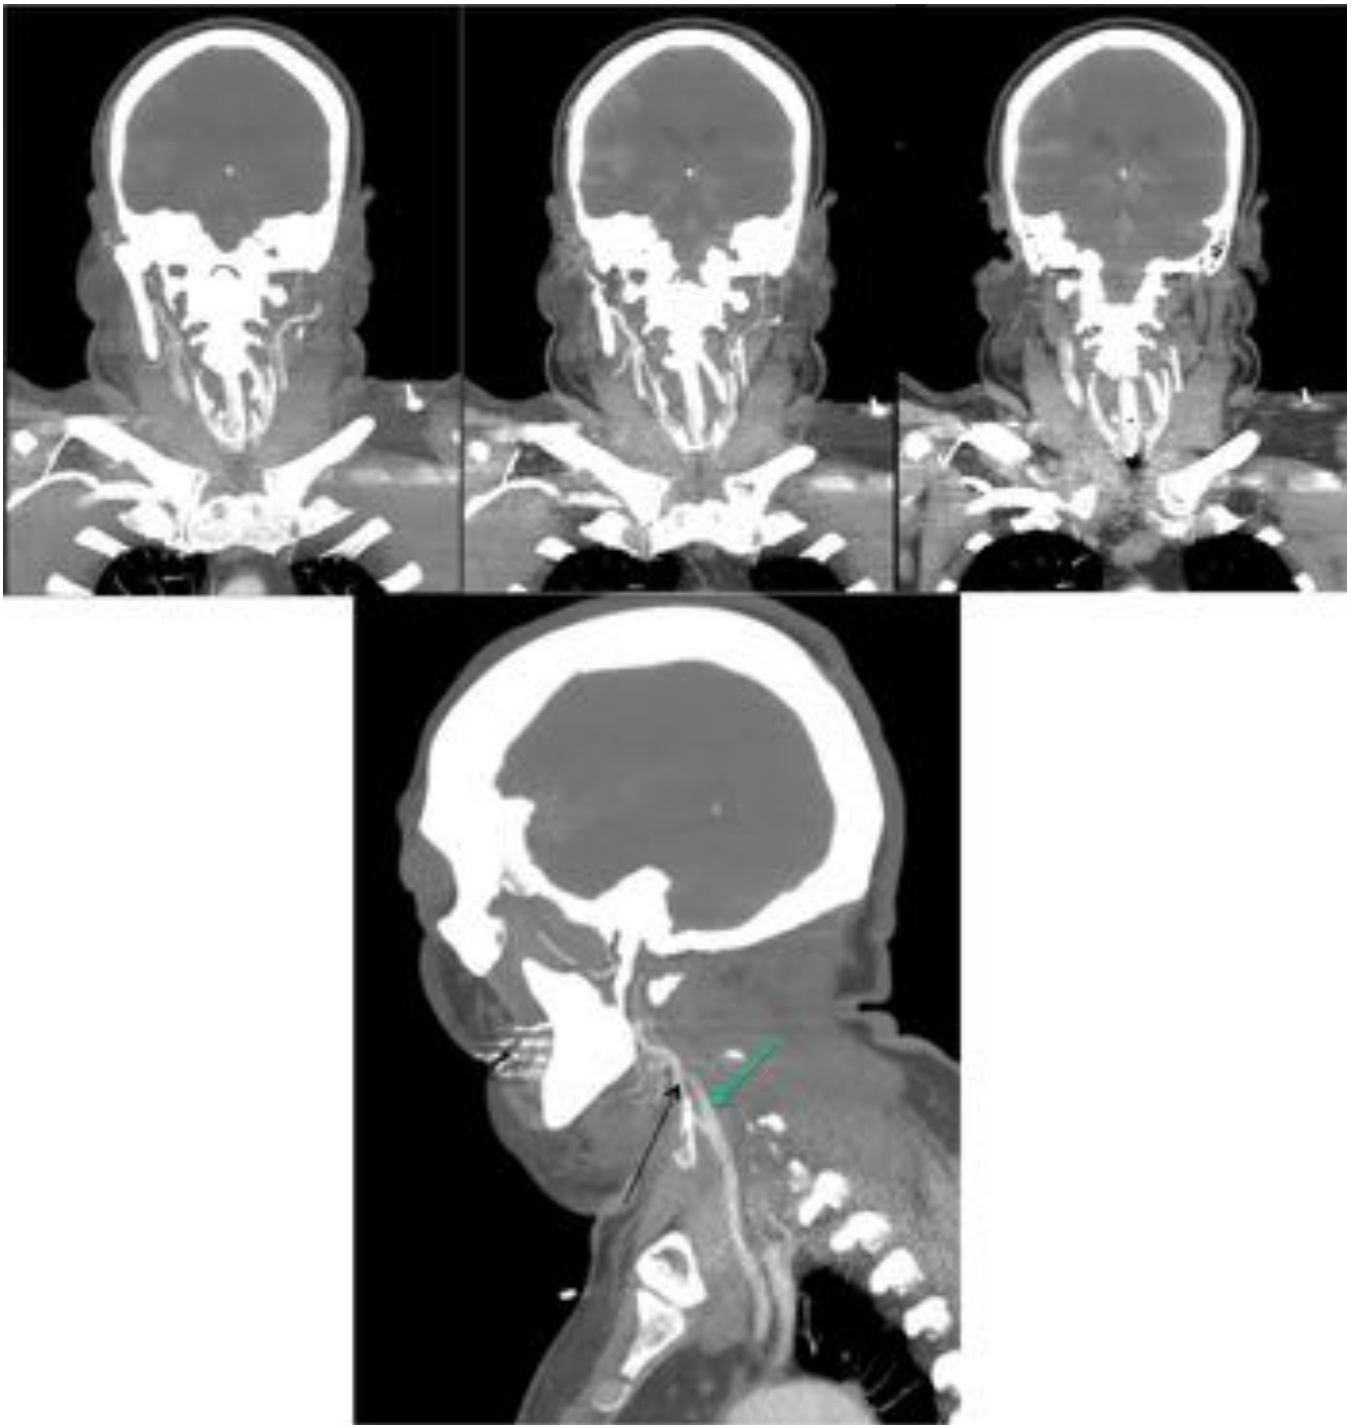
TC craneal con contraste intravenoso del mismo paciente de las figuras 9 y 10. Nivel cervical. Imagen izquierda: Leve opacificación de contraste de venas yugulares, arterias carótidas internas y externas. Imágenes del centro y de la derecha: Opacificación de arterias carótidas externas y ausencia de opacificación de arterias carótidas internas.
